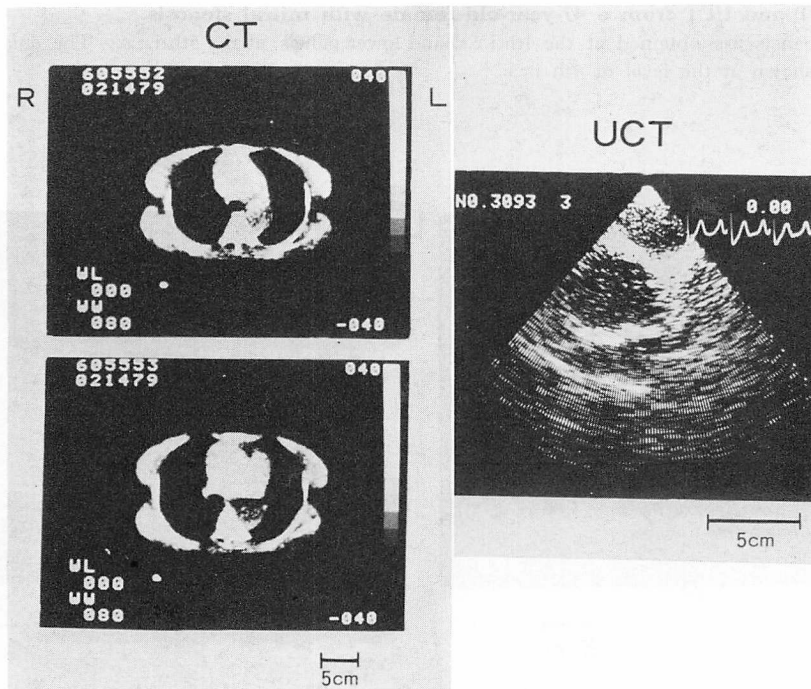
は 47 歳、女性。僧帽弁狭窄症の例で、心不全の程度は NYHA 分類の II 度で、右心カテーテルによる平均肺動脈楔入圧は 12 mmHg であった。第 4 肋間の CT 像では左房の辺縁が明瞭に示され、前後左右に拡大してみられた。超音波法でも拡大した左房がみられ、UCG 上の左房径は 53 mm であった。
